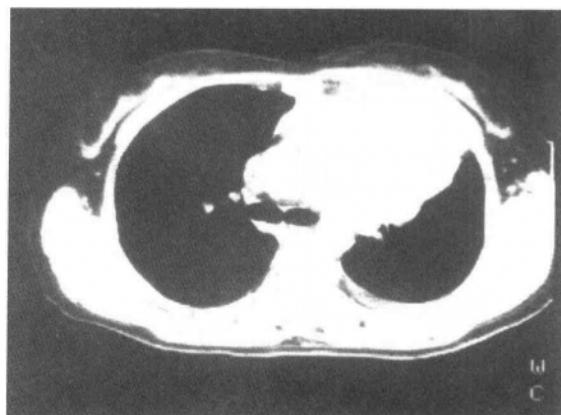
CT 扫描, 在气管分叉层面, 左纵隔巨
